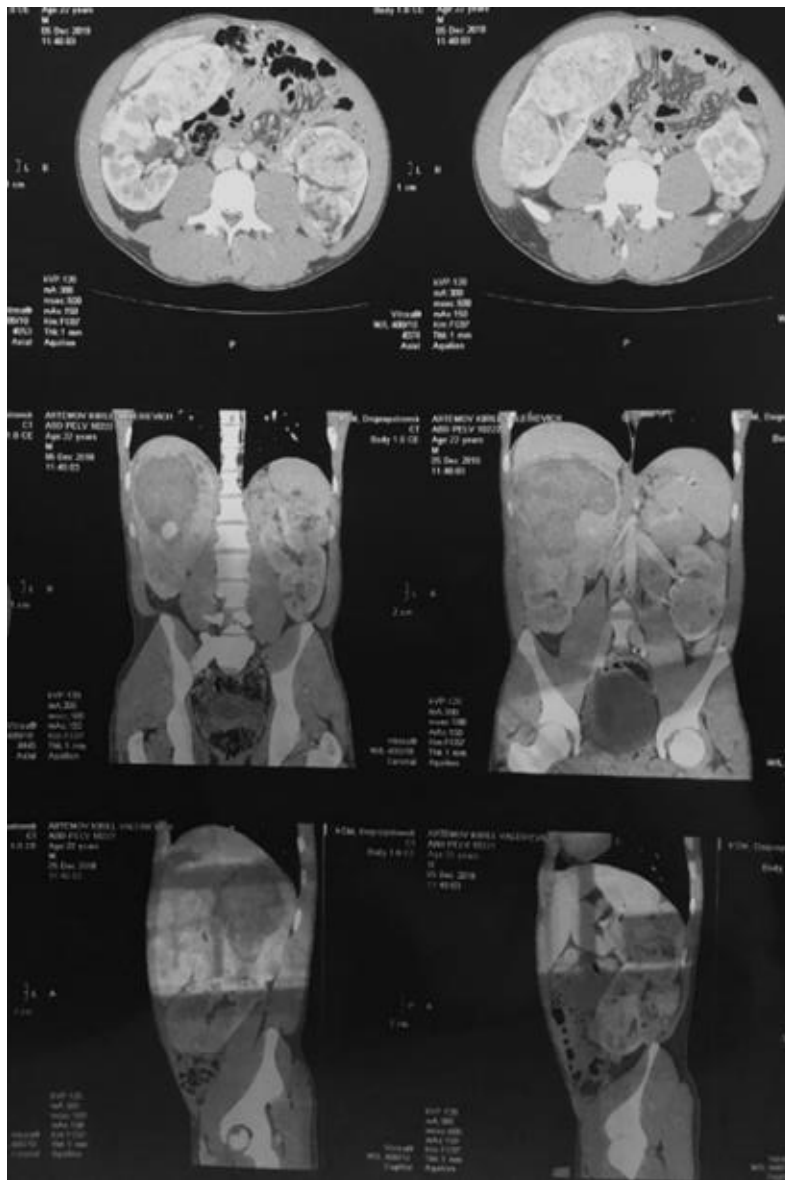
КТ ОЧП, сагітальна проекція. Візуалізуються нирки значно збільшеного розміру, із порожнинами розпаду та інфікування
